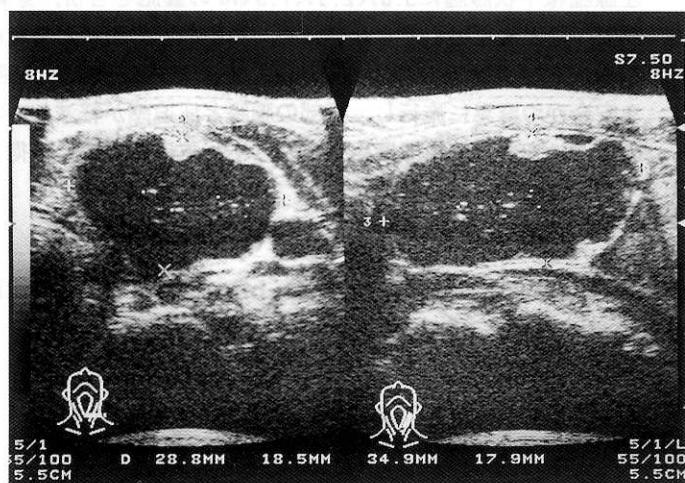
初診時の超音波像 (7.5 MHz)：甲状腺左葉上極に $3.5 \times 2.9 \times 1.8$  cm の囊胞を認める
